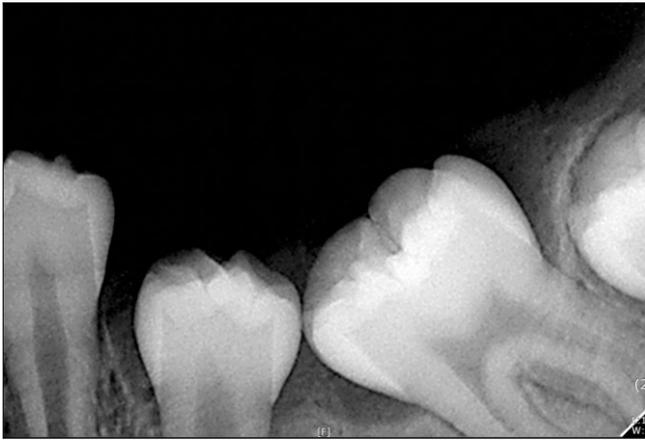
Periapical view in 4 month after operation.
